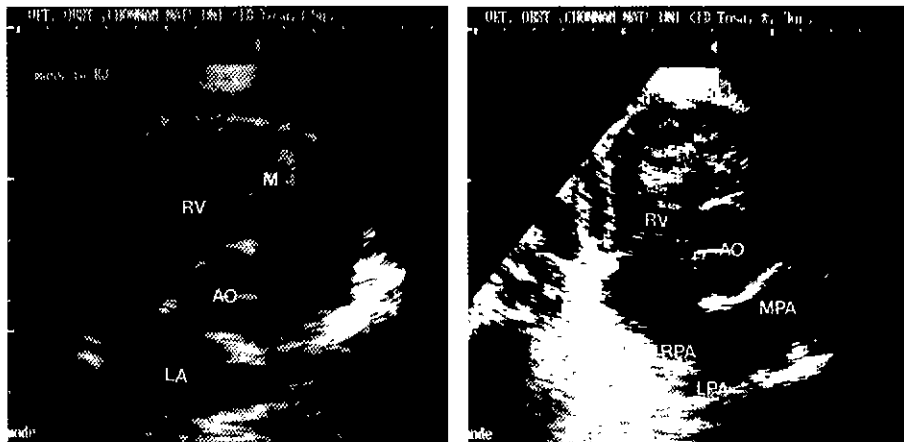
B-mode echocardiography at short-axis view of right parasternal window in a Tosa. The tumor mass was imaged as echogenic object in the right ventricle. AO = Aorta, LA = Left atrium, LPA = Left pulmonary artery, M = Tumor mass, MPA = Main pulmonary artery, RPA = Right pulmonary artery, RV = Right ventricle.
